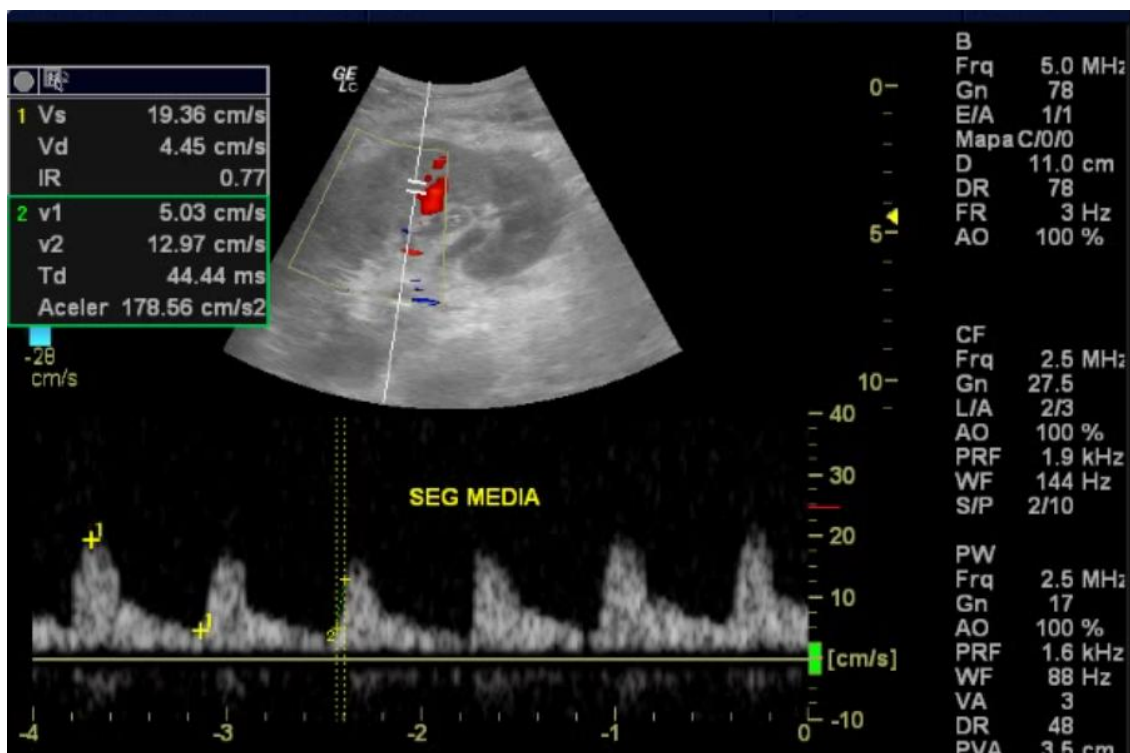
Avaliação da artéria segmentar média. A curva obtida (Doppler Espectral) mostra a artéria segmentar média com pico de velocidade sistólica de 19,36 cm/s, Índice de Resistividade=0,77, Tempo de aceleração de 44,44 ms e Índice de Aceleração de 178,56 cm/s².
